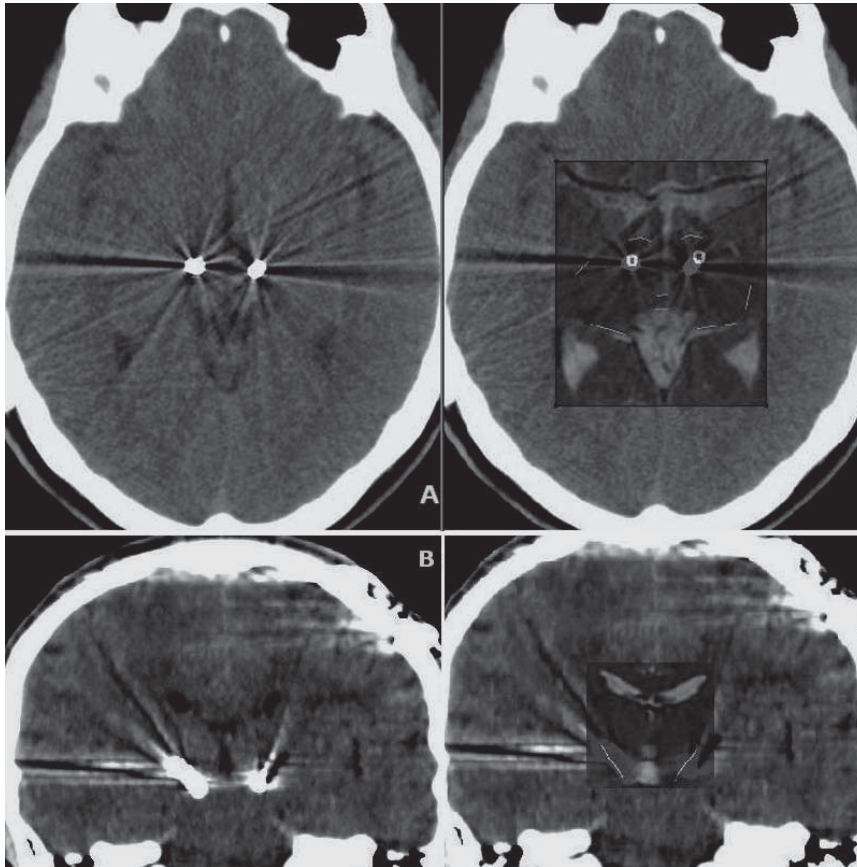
TC de control posoperatorio. Las imágenes se fusionan nuevamente con la RM preoperatoria y se compara la ubicación actual de los electrodos con la planificada inicialmente. A) Cortes axiales: a la izquierda la imagen de TC y a la derecha la misma pero fusionada con la de RM preoperatoria. B) Cortes coronales: a la izquierda la imagen de TC y a la derecha fusionada con la de RM preoperatoria.
